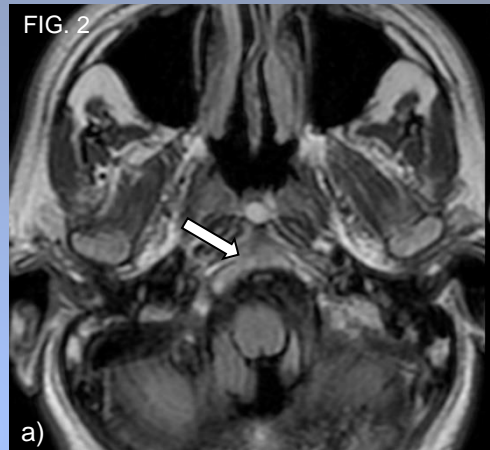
RM 3T. Cortes axiales. a) Secuelcia potenciada en T2, b) secuencia potenciada en T1 FS con contraste endovenoso. Se observa pequeño quiste de paredes finas en la línea media de la nasofaringe. Es hiperintenso en T2, y no realza con contraste endovenoso. En secuencias T1 presentan señal variable.
